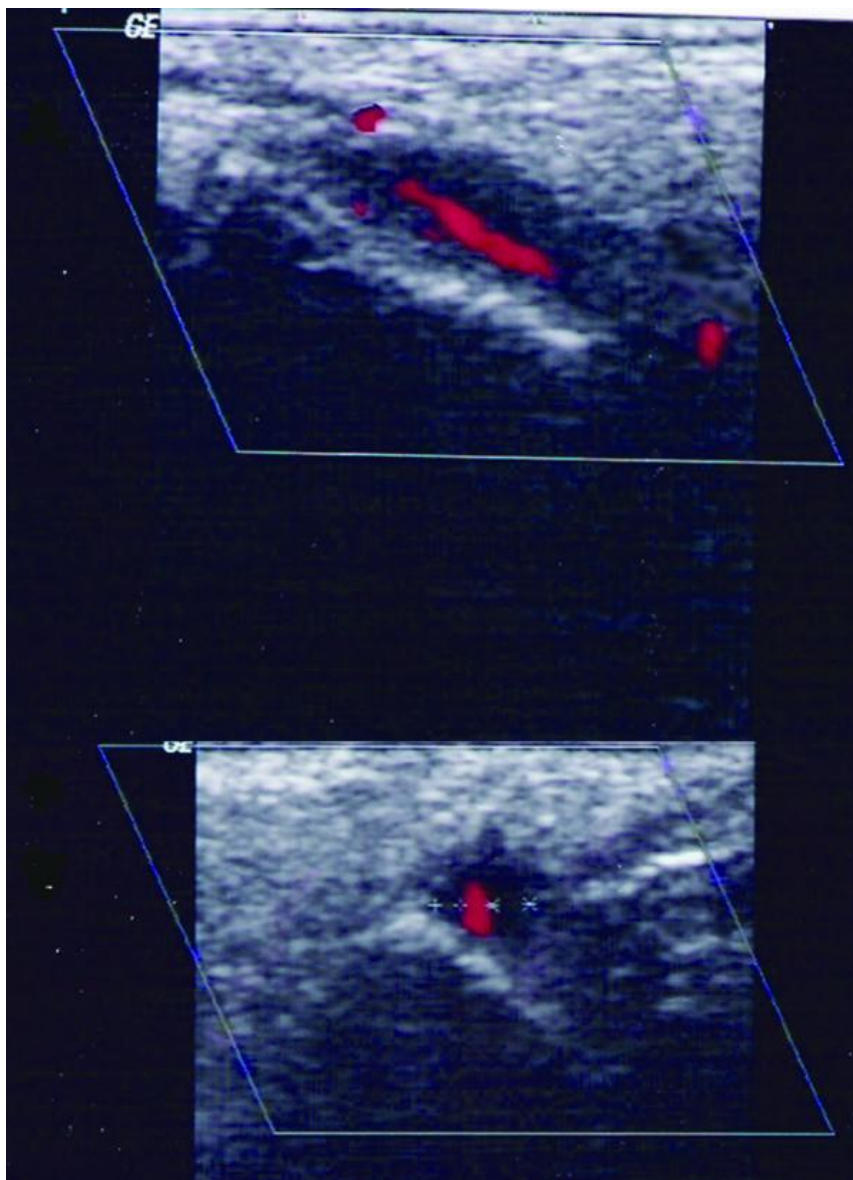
Signo del “halo” en el examen con ultrasonografía doppler color en un paciente con arteritis de células gigantes. Corte longitudinal a la arteria temporal (panel superior) y transversal (panel inferior). Imagen extraída de Karahaliou M et al.<sup>214</sup>
